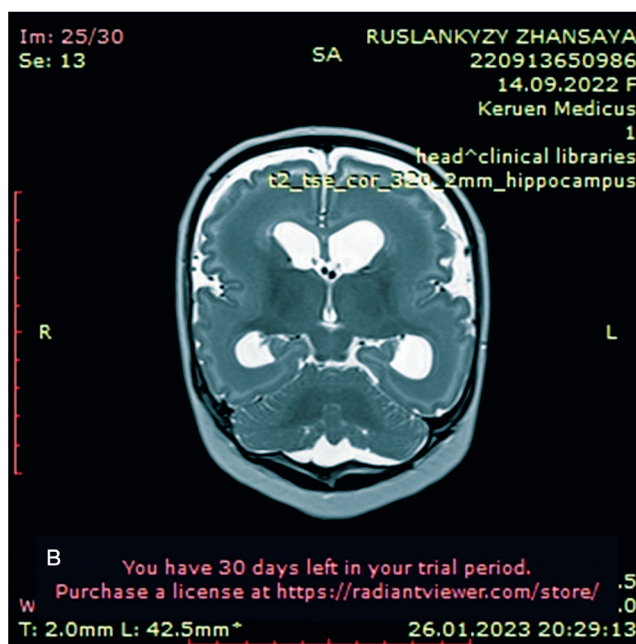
(в) - МРТ головного мозга, фронтальный срез, T2 режим, девочка К., 4 мес., с тотальной лиссэнцефалией с субкортикальной лентовидной гетеротопией коры, без дисплазии мозжечка
